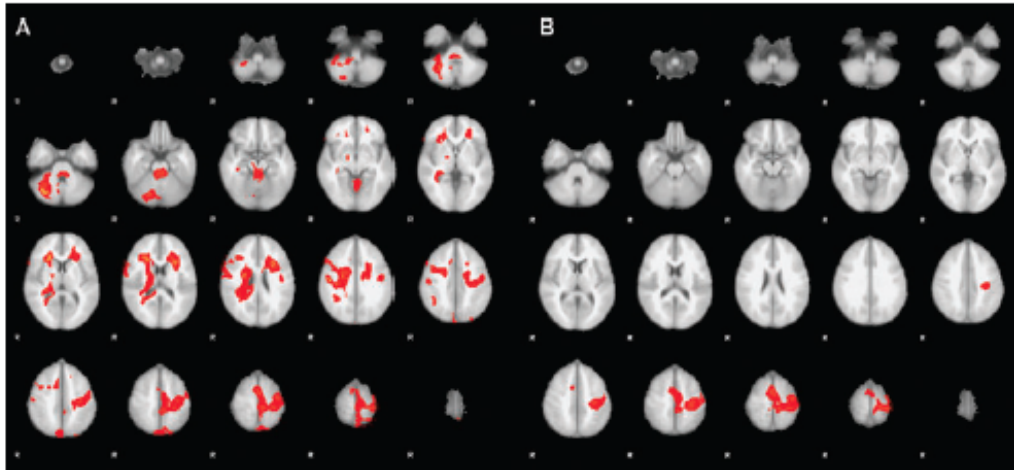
Functional MRI activation of the motor system during imagery of finger movement (A) before and (B) after BTX treatment of arm spasticity. Group average statistical maps (z-score) are overlaid in color on the MNI anatomical template. Right side of the brain is displayed on the left.
